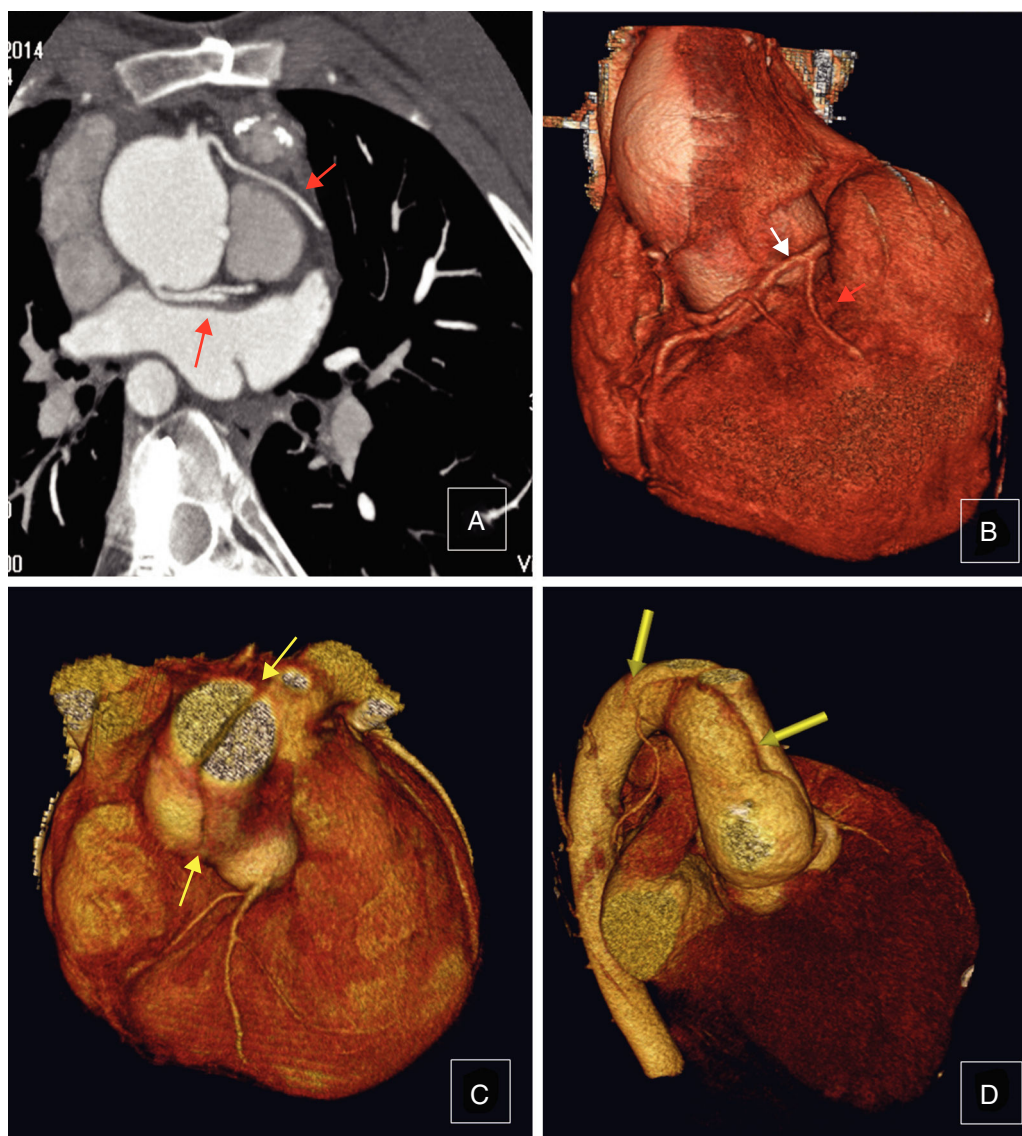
Tomografía computarizada en adultos con situación Fallot reparada. A) Corte sagital mostrando descendente anterior anómala que sale del ostium coronario derecho y pasa anteriormente al infundíbulo del VD (flecha). B) Reconstrucción tridimensional observándose arteria coronaria derecha (flecha blanca) con rama conal grande (flecha roja) próxima al parche transanular. C-D) Reconstrucción tridimensional de disección aórtica tipo A.
